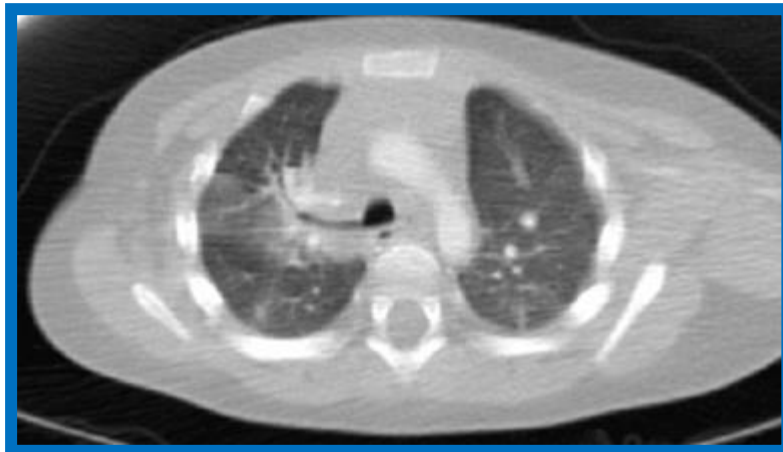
TC de tórax (corte axial). Se aprecia un bronquio traqueal derecho y un foco consolidativo distal a éste, que corresponde a una consolidación neumónica
